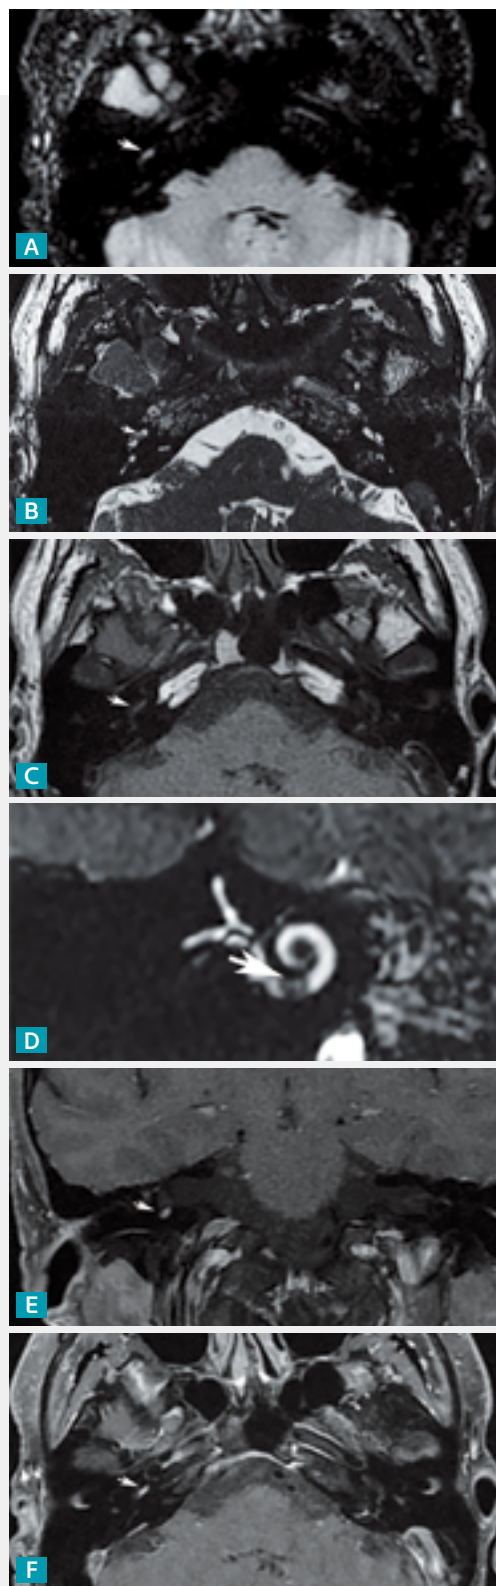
RM das mastoides (A a F): axiais 3D FLAIR (A), 3D FIESTA (B) e T1 pré-contraste (C), reconstrução oblíqua 3D FIESTA (D), coronal T1 pós-contraste (E) e axial T1 pós-contraste (F). As imagens demonstram formação nodular com hipersinal na sequência 3D FLAIR (A) na espiral basal da cóclea direita, com hipossinal na sequência 3D FIESTA (B e D) e realce anômalo após a administração endovenosa de gadolínio na sequência T1 pós-contraste (E e F).
